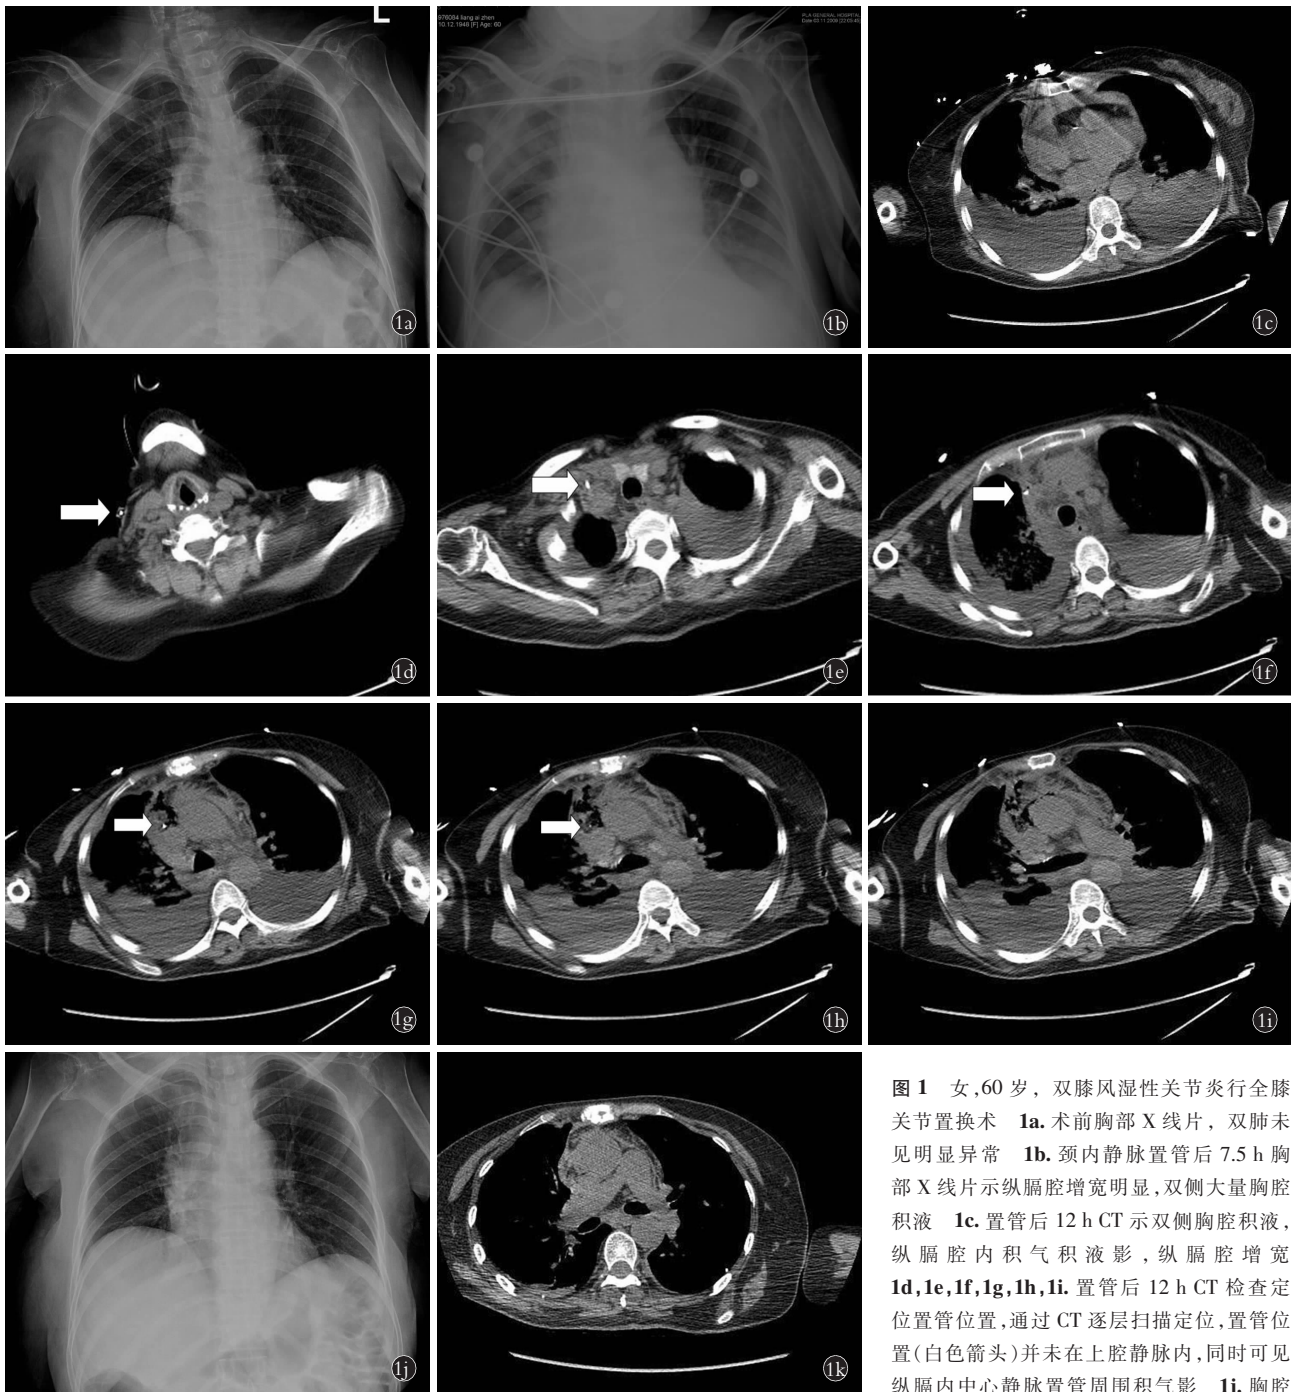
女,60 岁,双膝风湿性关节炎行全膝关节置换术 1a.术前胸部 X 线片,双肺未见明显异常 1b.颈内静脉置管后 7.5 h 胸部 X 线片示纵膈腔增宽明显,双侧大量胸腔积液 1c.置管后 12 h CT 示双侧胸腔积液,纵膈腔内积气积液影,纵膈腔增宽 1d,1e,1f,1g,1h,1i.置管后 12 h CT 检查定位置管位置,通过 CT 逐层扫描定位,置管位置(白色箭头)并未在上腔静脉内,同时可见纵膈内中心静脉置管周围积气影 1j.胸腔闭式引流后 2 d 复查肺部 X 线片见纵膈腔增
